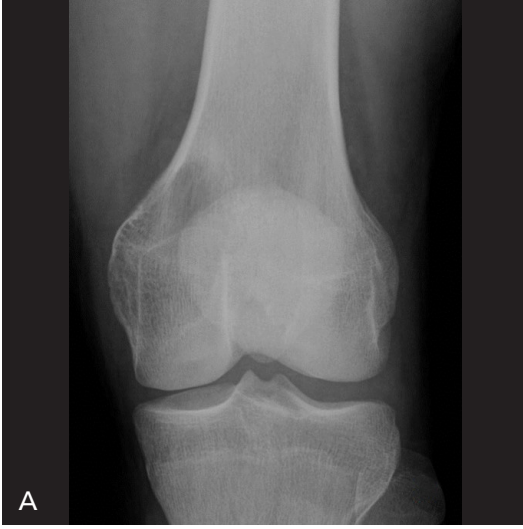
A-D. Distal Femur Dev Hücreli Tümörü. Koronal reformat BT görüntüsünde (A), lateral femoral kondilde, epifizde, eksantrik, keskin geçiş zonlu, sklerotik hatla sınırlanmayan, subkondral alana uzanan litik lezyon izlenmektedir. Genişletici etki, belirgin kortikal incelleme, fokal kortikal devamsızlıklar dikkati çekmektedir. Koronal T1 (B), koronal yağ baskılı T2 (C), sagittal kontrast sonrası yağ baskılı T1 (D) ağırlıklı MR kesitlerinde, epifizde, yoğun parlaklaşma gösteren, T2 yüksek sinyalli solid kitle izlenmektedir. Sagittal kesit, yoğun parlaklaşan kitlenin subkondral lokalizasyonunu demonstre etmektedir.
